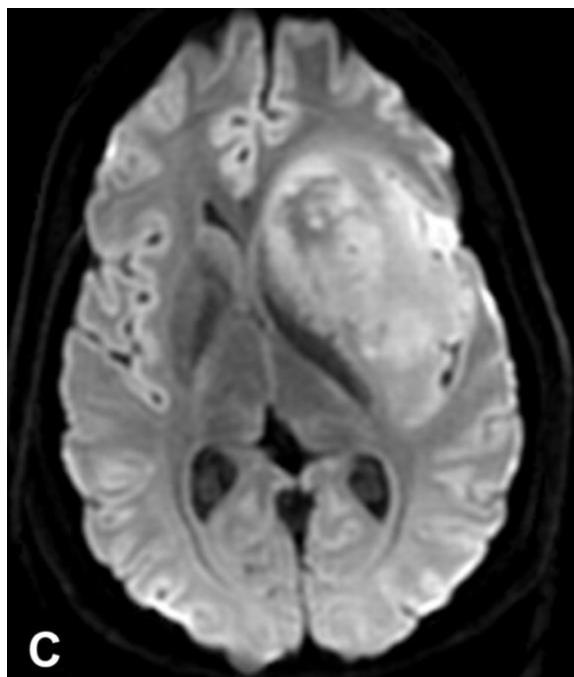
esempio di sezione assiale DWI
